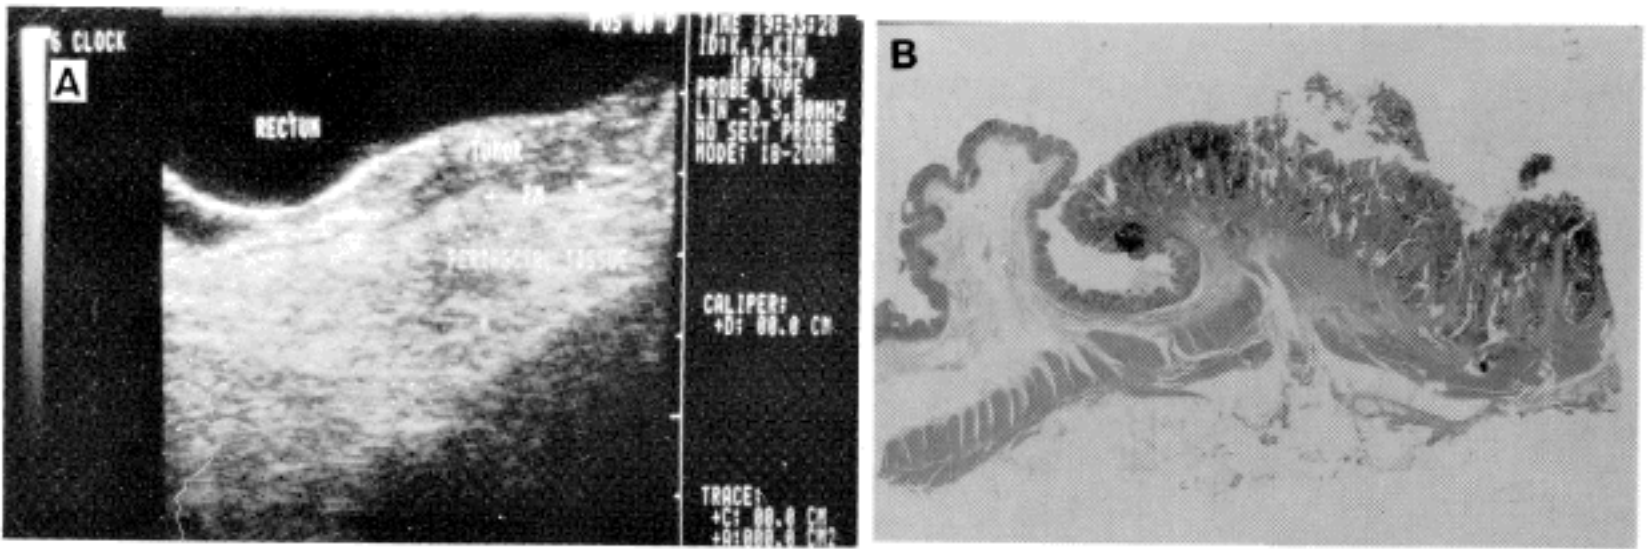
Polypoid rectal carcinoma shows a uT 2 hypoechoic mass on linear scan. Hypoechoic proper muscle layer is disrupted partially by tumor mass, but no evidence of tumor invasion into the perirectal fat tissue (A). Macroscopic picture (B) corresponds to the ultrasonographic findings.
